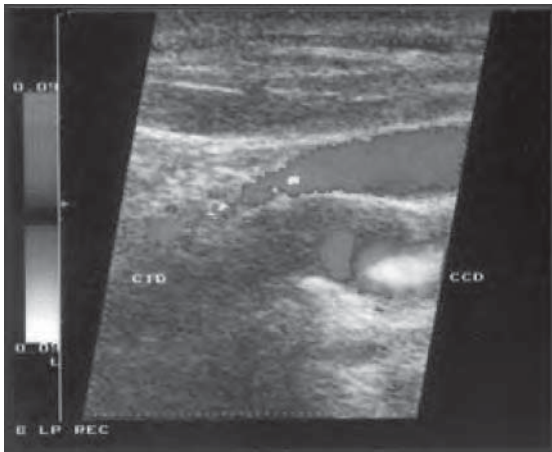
/18.- Ecodoppler de vasos de cuello que muestra una obstrucción completa de la arteria carótida interna.
